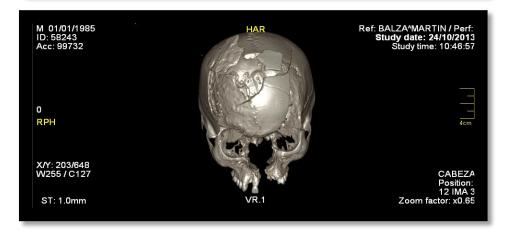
Reconstrucción 3D por TC fractura multifragmentaria de cráneo Cortesia del Dr. Daniel Crescenti. Ex Vice Decano del Cuerpo Medico Forense de la C.S.J.N.
